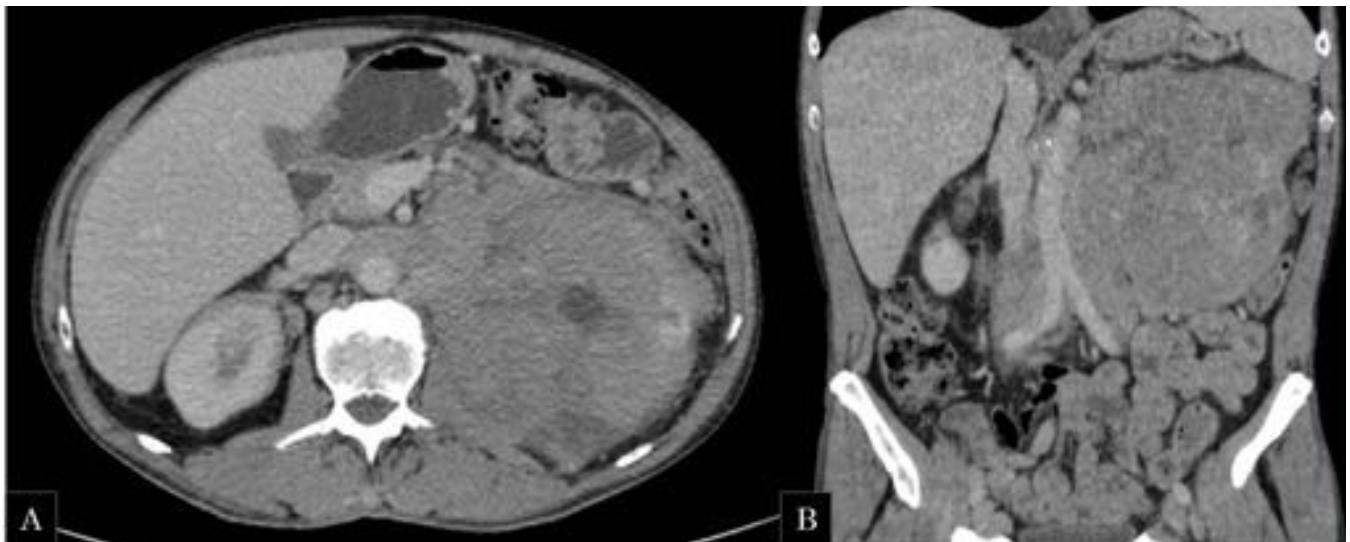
Varón de 60 años con fiebre y pérdida de peso. TC abdominal con CIV (A) El riñón izquierdo no se identifica como tal, en su lugar hay una gran tumoración lobulada, heterogénea con áreas de baja atenuación en su interior en relación con cambios necróticos. La lesión se extiende por el retroperitoneo e inferiormente siguiendo el trayecto de los vasos ilíacos, condicionando efecto de masa y englobando las estructuras retroperitoneales adyacentes.
